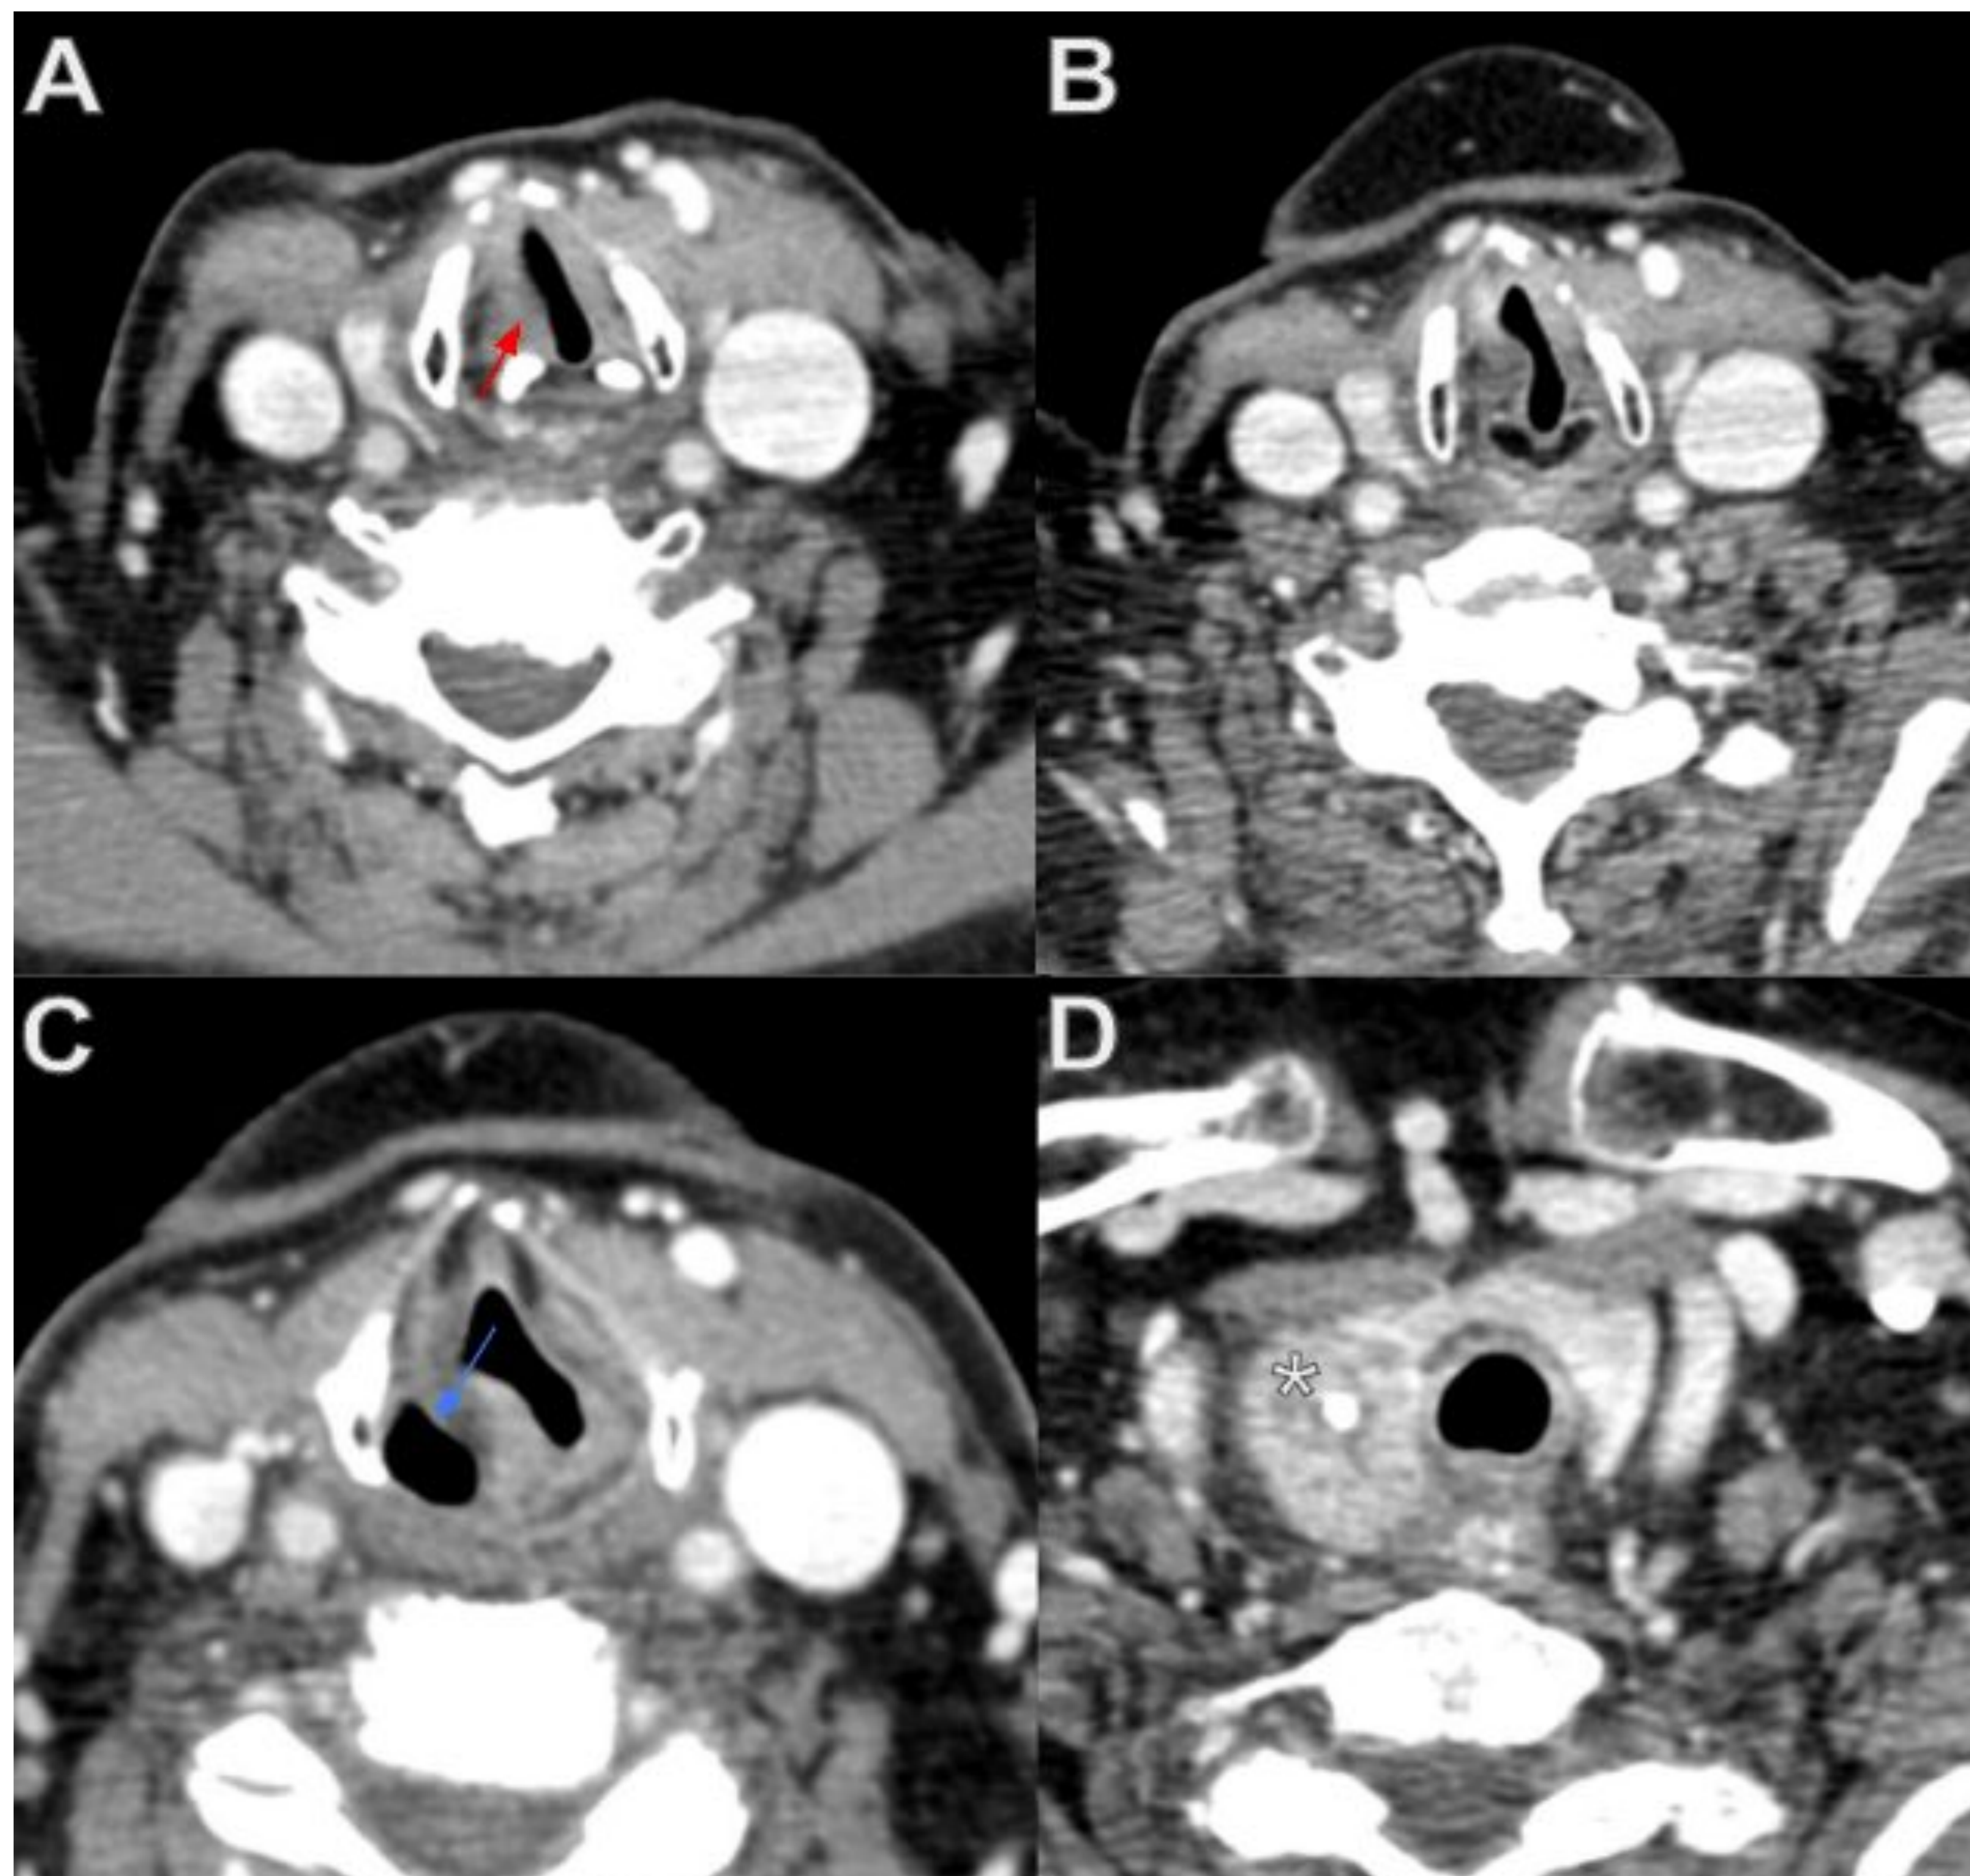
Carcinoma papilar de tiroides con afectación del nervio laríngeo recurrente y parálisis de la cuerda vocal (T4a). Paciente con disfonía de meses de evolución. Cortes axiales de TC de cuello en los que se aprecia una parálisis de la cuerda vocal derecha (flecha roja en A) con dilatación del seno piriforme derecho (flecha azul en C), secundaria a un carcinoma papilar de tiroides en el LTD (asterisco en D), que ejerce efecto de masa sobre el surco traqueoesofágico ipsilateral, afectando de esta manera al trayecto del nervio laríngeo recurrente derecho. En la intervención quirúrgica se logró resecar el tumor preservando el nervio, y en el estudio anatomopatológico se demostró que realmente no existía extensión extratiroidea de la neoplasia, por lo que el estadio real era T3a.
